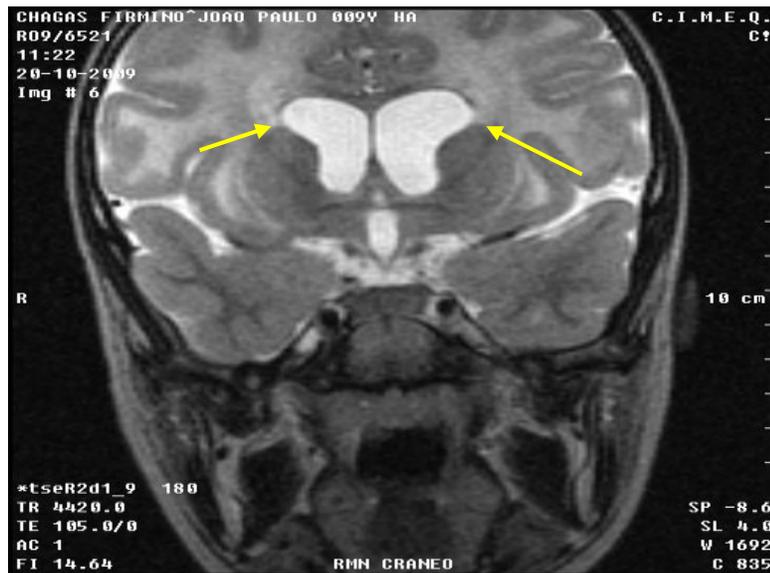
RM corte coronal en T2 de cráneo.
